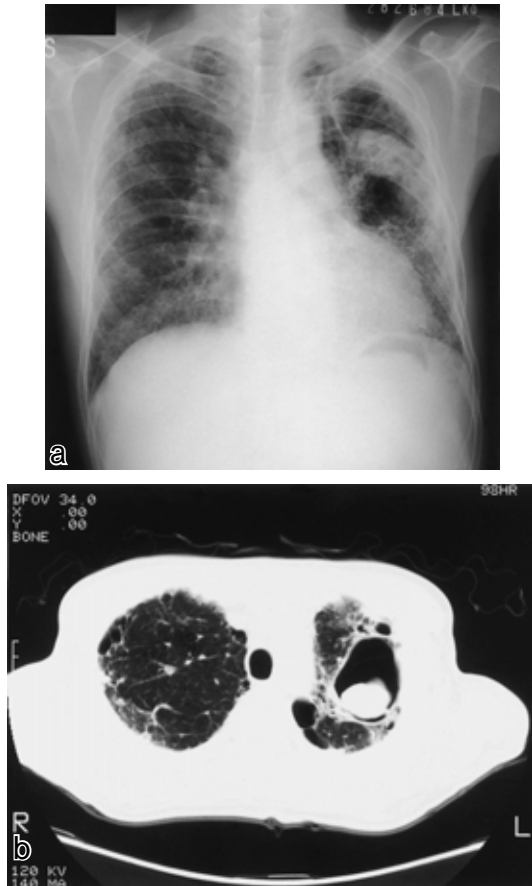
(a) Chest X-ray film on admission (March 31, 1997) showing a fungus ball within cavity in the left upper lobe. (b) Chest CT scan showing a fungus ball in the left upper lobe.
